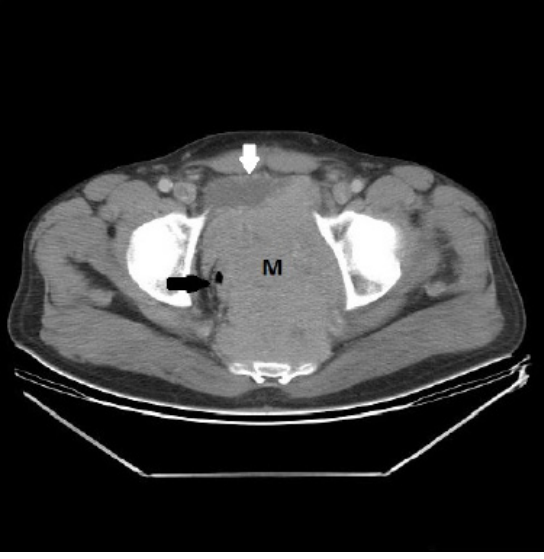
Pelvic and presacral area is filled with huge, heterogeneous solid mass. Notice displaced bladder (white arrow) and rectum (black arrow) by the mass (M) on CT images.
